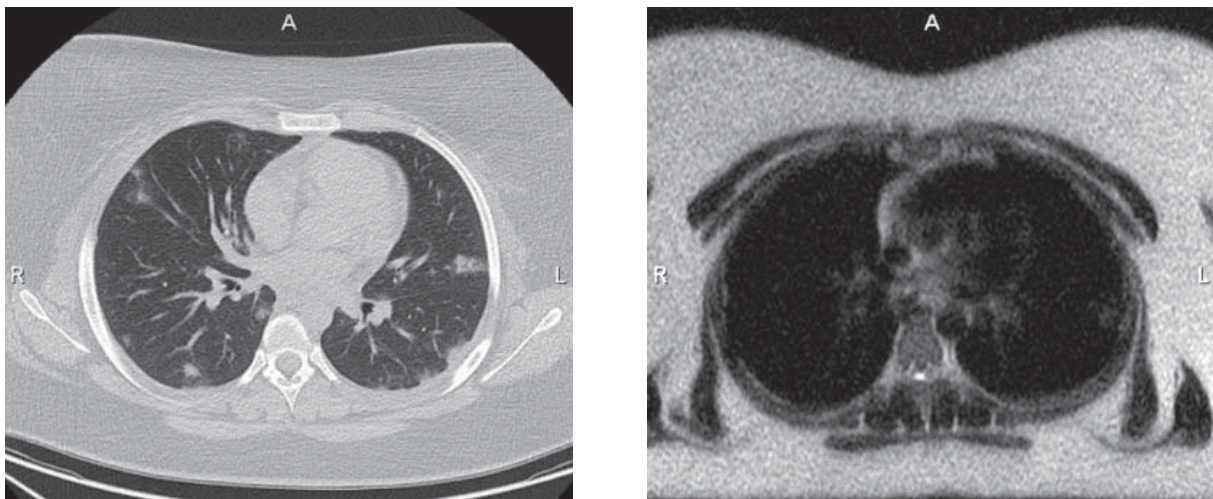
Коронавирусная пневмония, динамика изменений при помощи МРТ в сравнении с КТ. А — КТ от 25.05.2020: множественные субплевральные участки уплотнения легочной ткани обоих легких; Б — МРТ от 01.06.2020: хорошо визуализируется наиболее крупный участок уплотнения легочной ткани левого легкого, ранее выявленный при КТ, без увеличения протяженности; участки меньшего размера не визуализируются, что может указывать на отсутствие отрицательной динамики.
